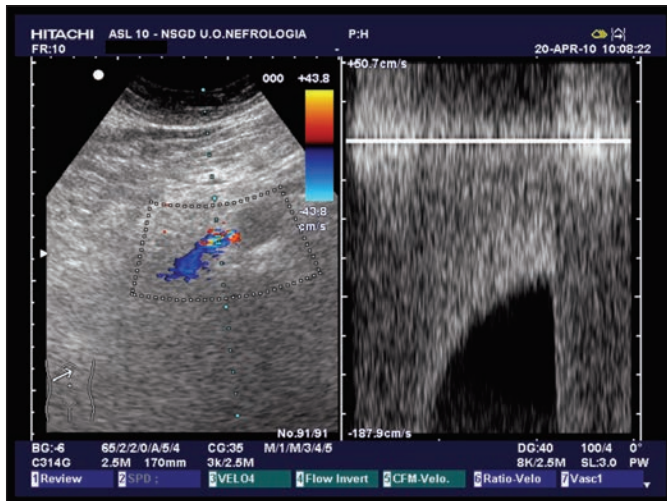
Colordoppler arteria renale destra: VPS > 250 cm/sec con aliasing.
